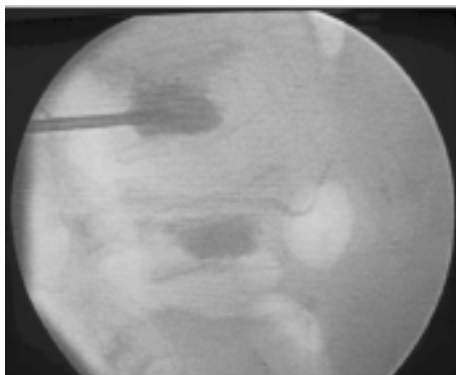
Radiografía de la columna torácica en una proyección lateral. Se observa vertebroplastia en dos niveles.
